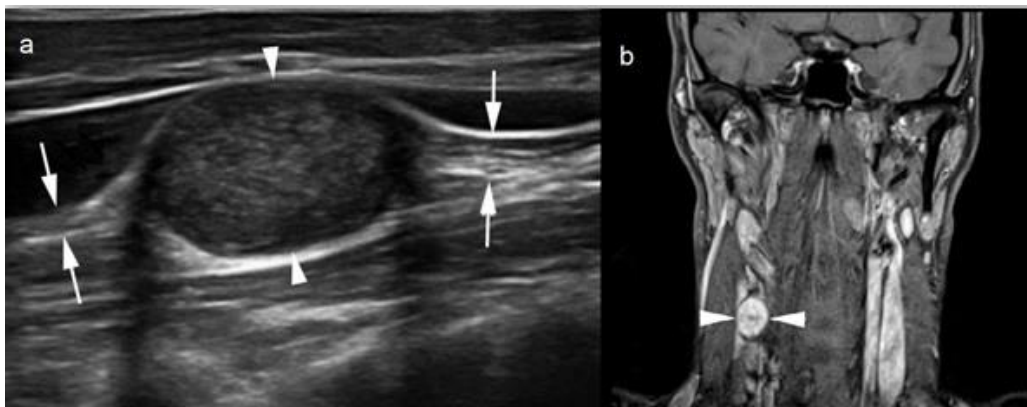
a. Ecografía latero-cervical que muestra una masa homogénea, sólida, correspondiente a tumor de origen neural: schwannoma (puntas de flecha), en continuidad con el nervio vago (flechas).
